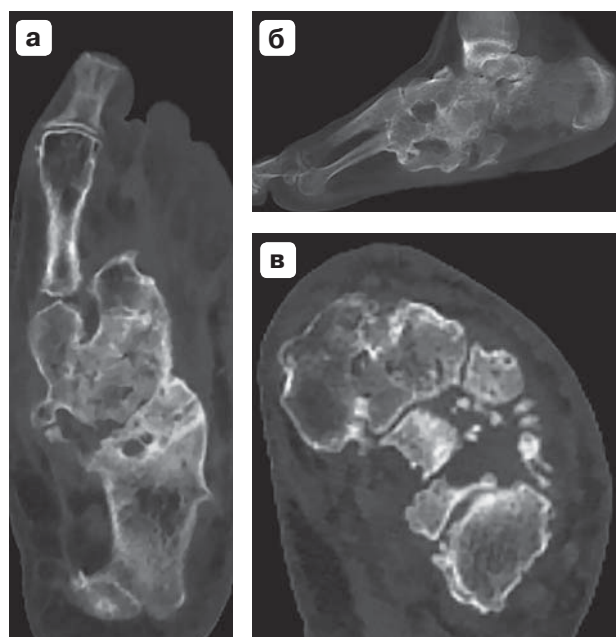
Компьютерные томограммы правой стопы, синдром диабетической стопы, нейроостеоартропатическая форма: а – клиновидные кости деформированы и консолидированы между собой; б – анкилозирование клиновидных костей, ладьевидной кости и таранной кости между собой; в – консолидирование медиальной и промежуточной костей предплюсны, фрагментация ладьевидной кости.
